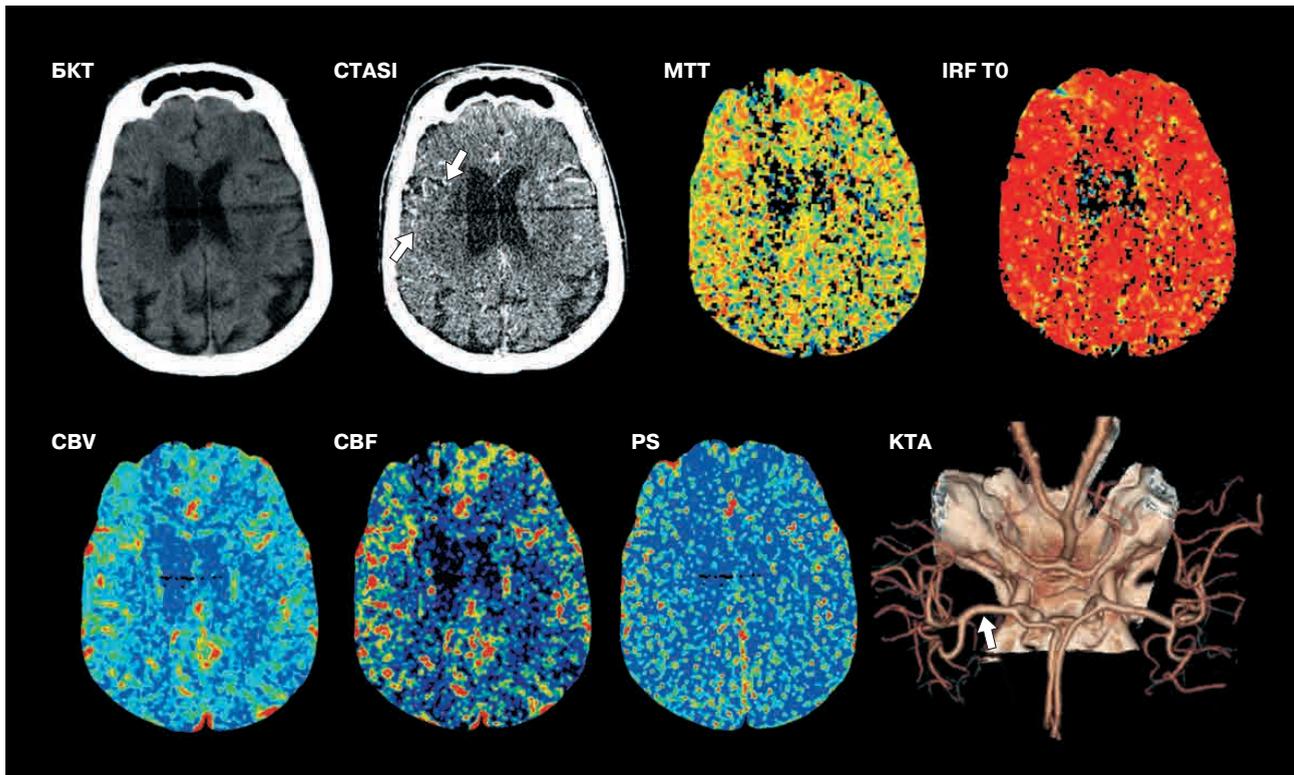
Данные мультимодальной КТ той же пациентки: состояние через 24 ч после лечения.
